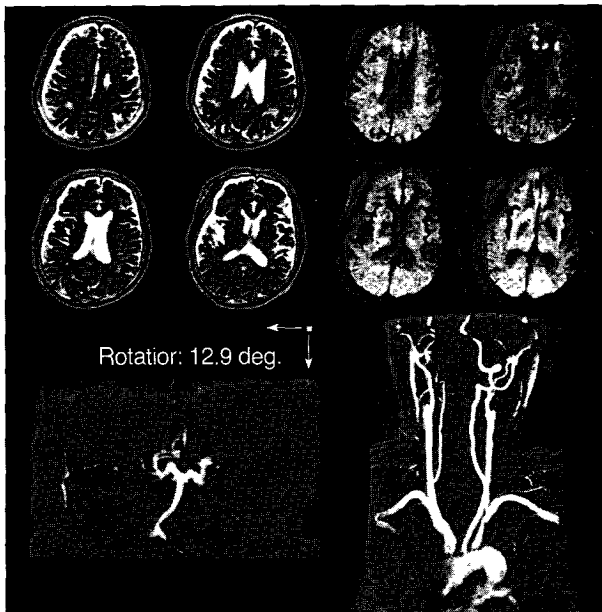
T2-weighted images demonstrate high signal intensities in watershed zone between both MCA and PCA and between left ACA and MCA. Diffusion-weighted images show high signal intensity in left frontal subcortical area. Intracranial time-of-flight images and contrast-enhanced MR angiogram show bilateral ICAs occlusion and multiple stenotic lesions in vertebro-basilar system (September 3, 2002).
